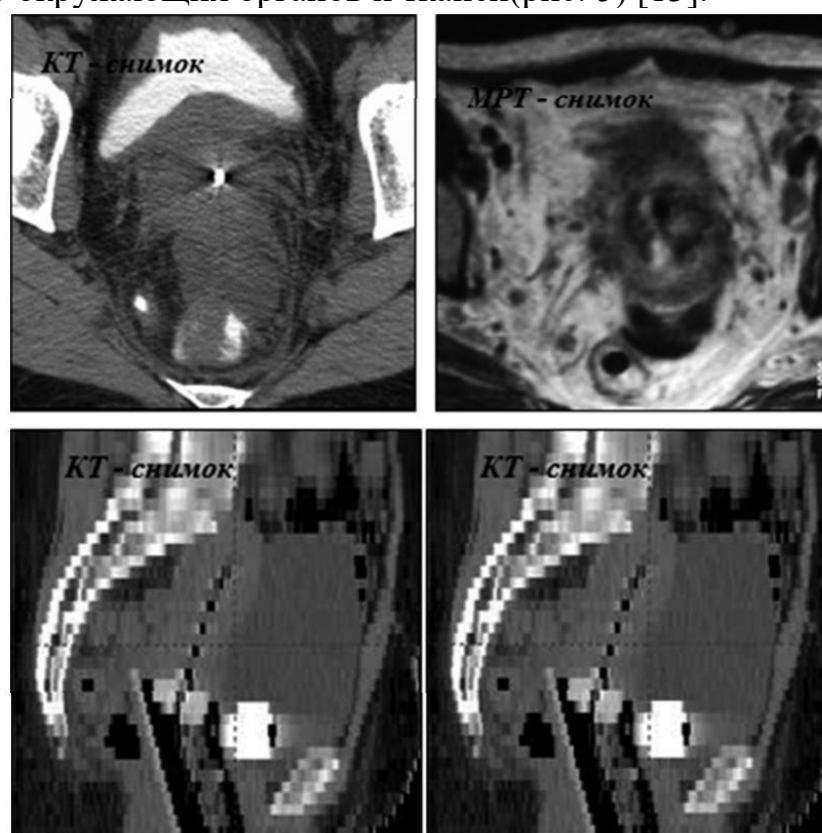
КТ и МРТ изображение с аппликатором, расположенным в полости матки
